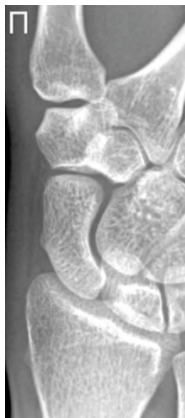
Рентгенограмма правого лучезапястного сустава. Передняя проекция ладьевидной кости (метод Стечера)
